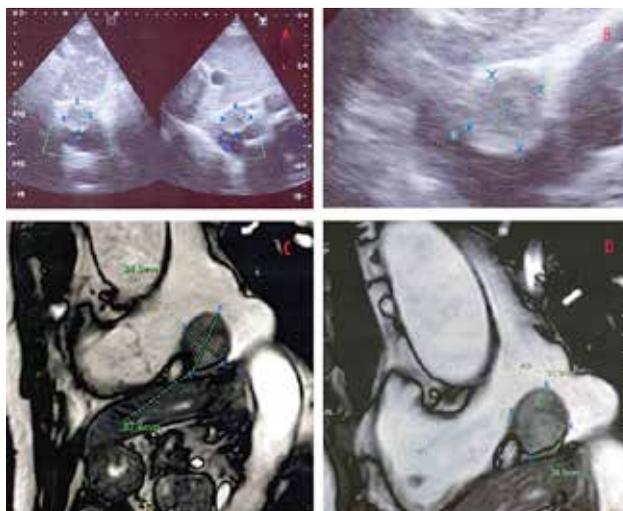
Y 1-B: Ecocardiograma; FIGURA 1-C Y 1-D: RMN
